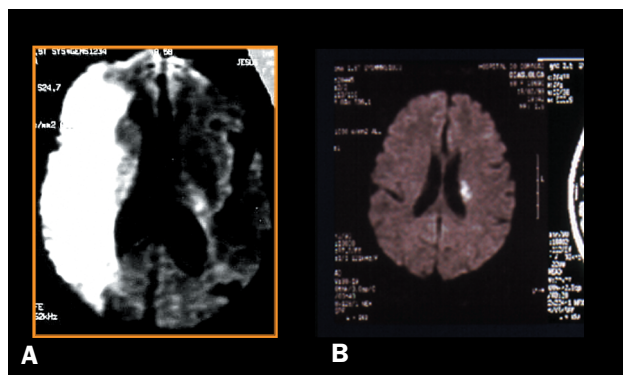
Ressonância magnética do encéfalo (difusão): (A) infarto em território cerebral médio por embolia cardíaca; (B) infarto lacunar.
